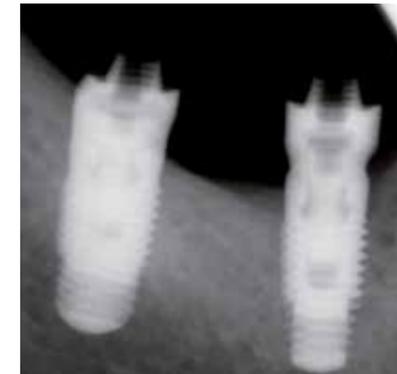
Radiographie de contrôle de l'adaptation des piliers transgingivaux.
